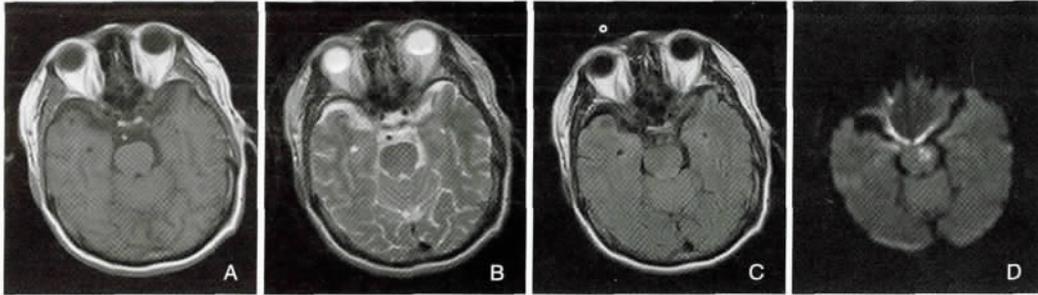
患者头颅MRI。A: T<sub>1</sub> 加权像显示脑桥上段中线左侧稍长 T<sub>1</sub> 信号; B: T<sub>2</sub> 加权像显示脑桥上段中线左侧稍长 T<sub>2</sub> 信号; C: FLAIR 显示脑桥上段中线左侧稍高信号; D: DWI 显示脑桥上段中线左侧高信号。
